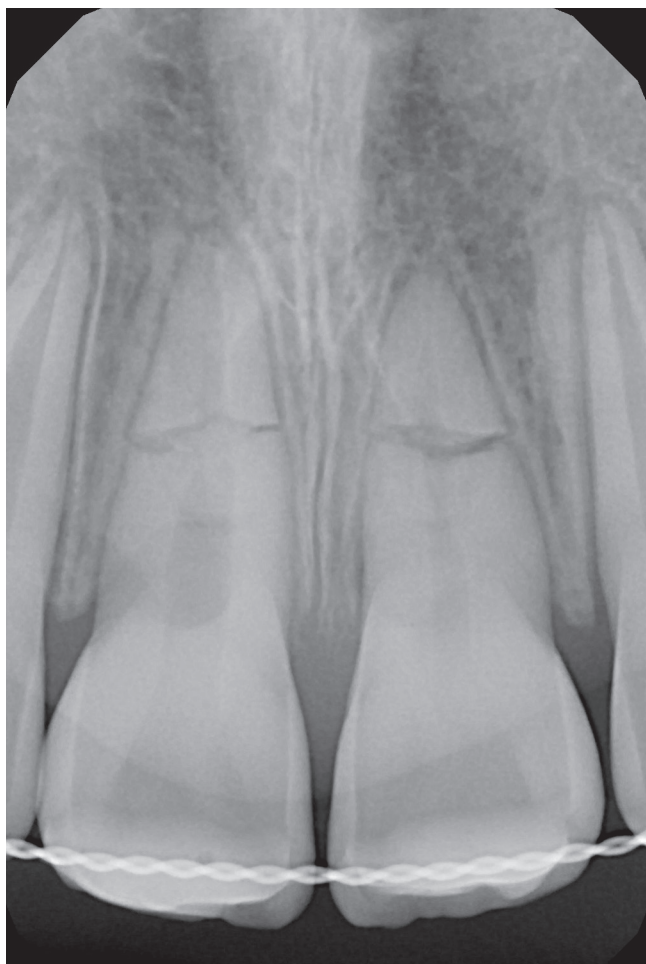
Фрагмент интраоральной рентгенограммы верхней челюсти через 3 недели.
